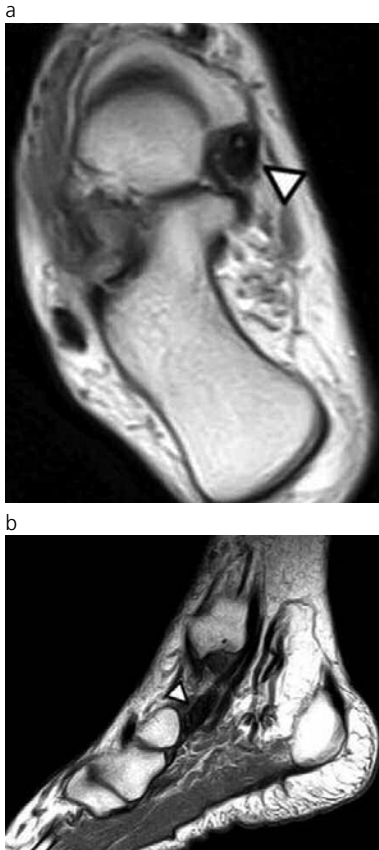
Aspecto normal del tendón tibial posterior. a) RM axial DP que demuestra un aparente aumento del espesor tendinoso en su sitio de inserción distal (cabeza de flecha). b) La RM sagital T1 nuevamente evidencia el aspecto conservado de dicha estructura (cabeza de flecha).
